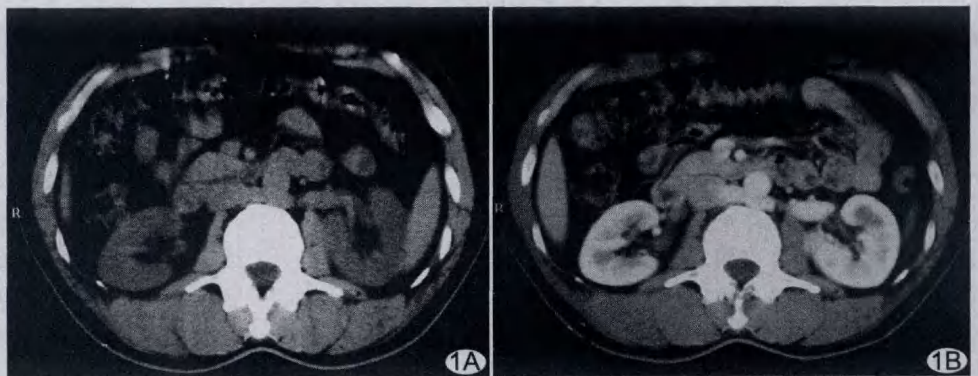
本例患者 CT 图像 A. CT 平扫示肾门水平腹主动脉后方可见横行类软组织样密度影; B. CT 增强扫描见左肾静脉位于腹主动脉后方,均匀强化
